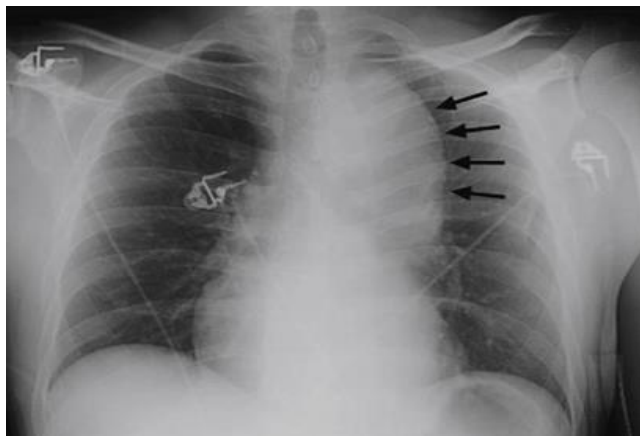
Radiografia aneurisma toracico
